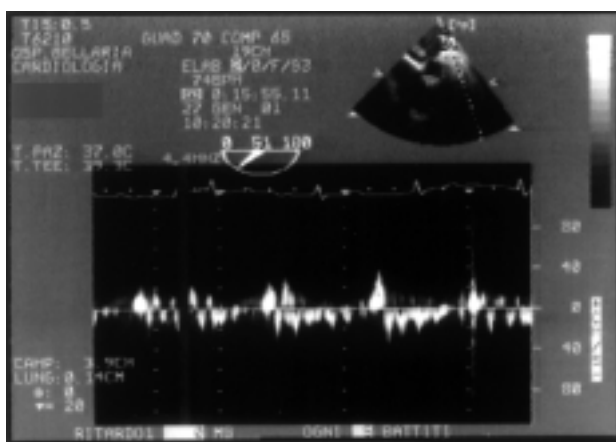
Ecocardiogramma transesofageo: al Doppler pulsato si rilevano elevate velocità massime di efflusso in auricola sinistra (40 cm/s).
